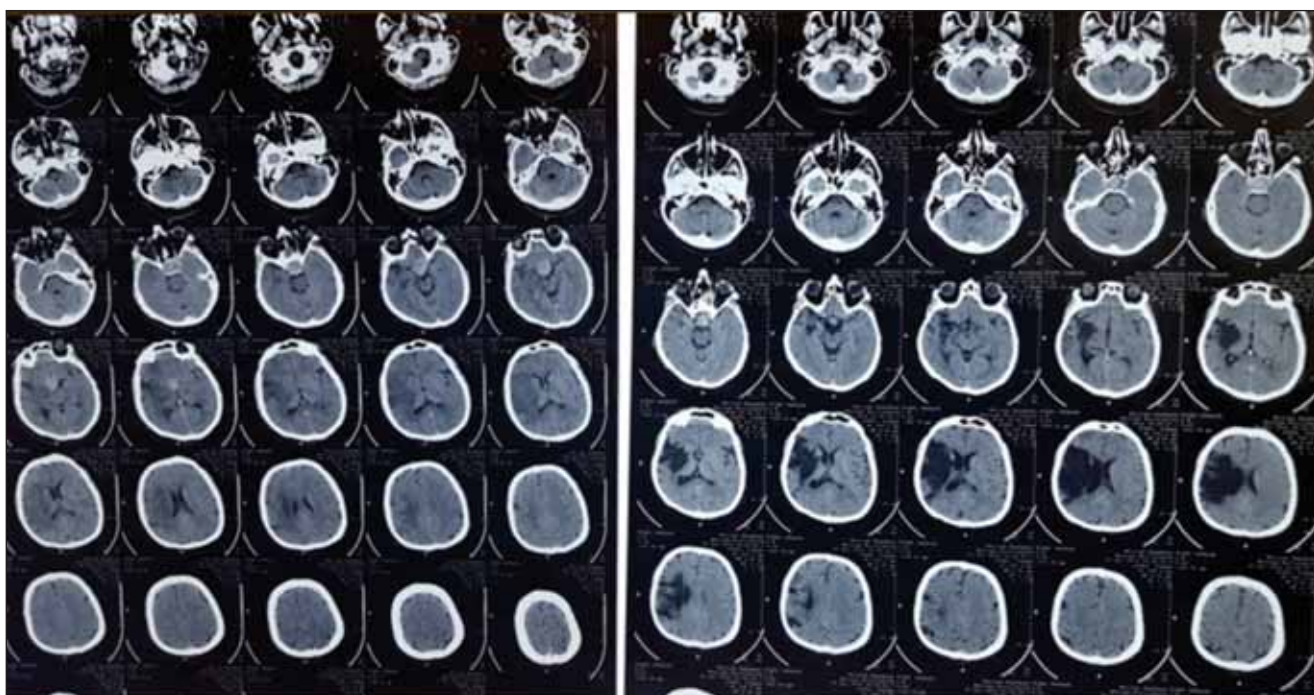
CT cerebral nativ din cazuistica Clinicii de Recuperare NeuroMusculară (RNM) a SCUBA
